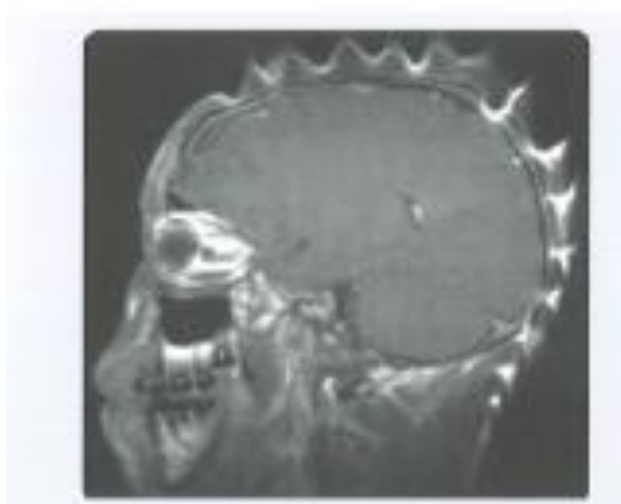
(izvor: Igor Fućkan, Magnetska rezonancija, Priprema i planiranje pregleda)
